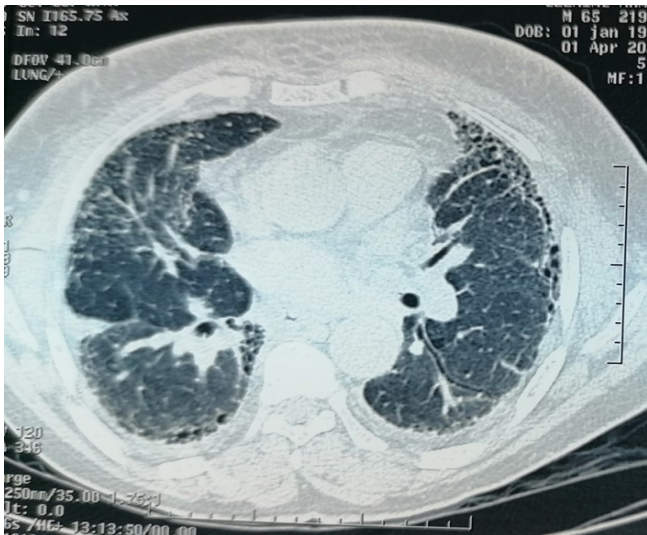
TDM thoracique montrant une fibrose sous pleurale diffuse et bilatérale.
